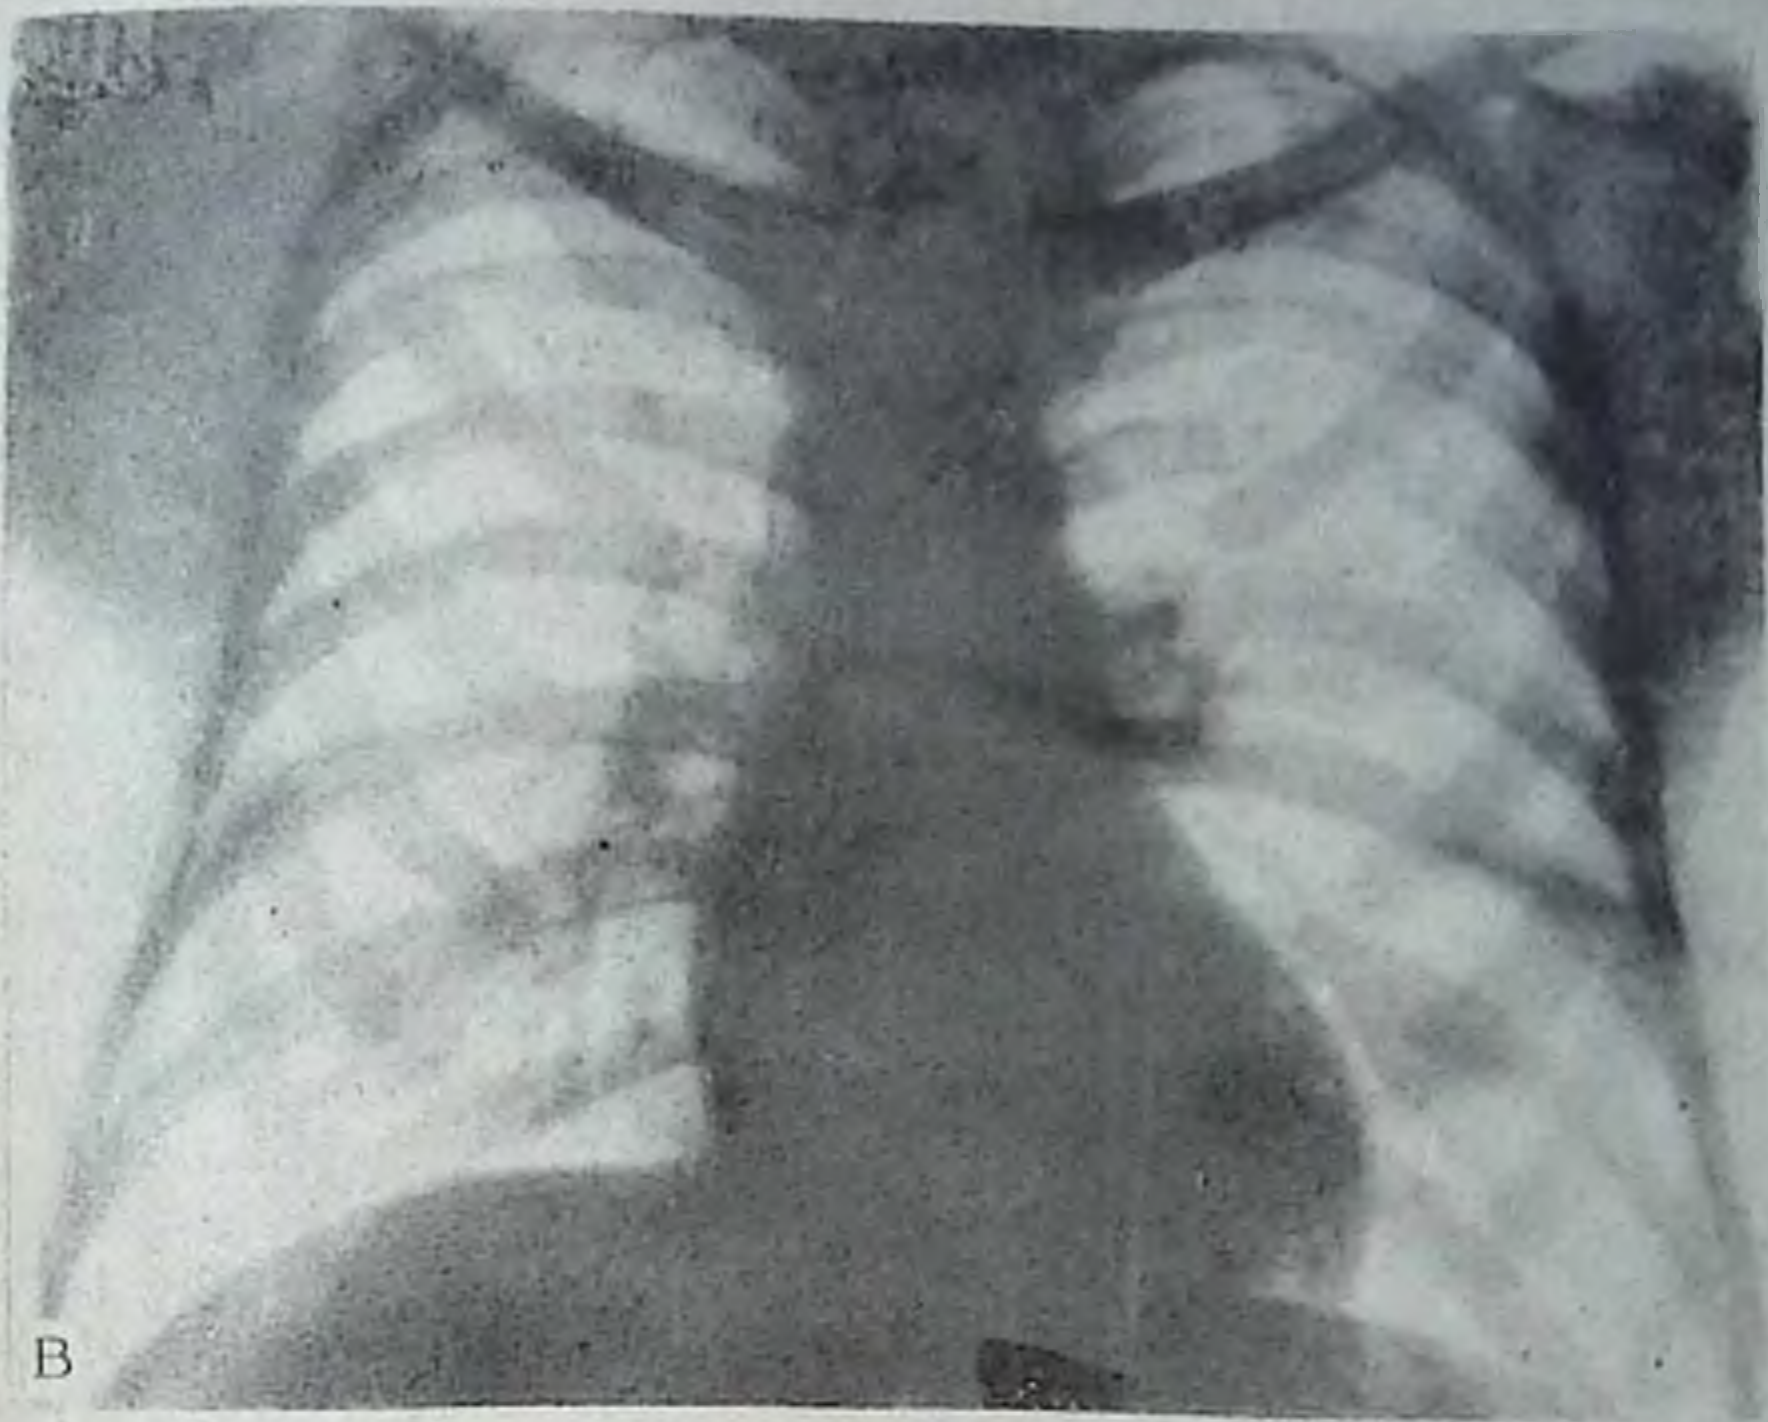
Рентгенограммы сердца в зависимости от конституционного строения грудной клетки:
